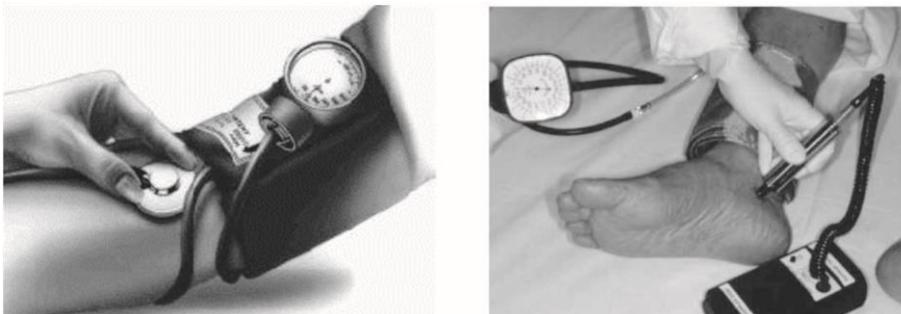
Medida da artéria braquial e tibial posterior com Doppler Vascular.
